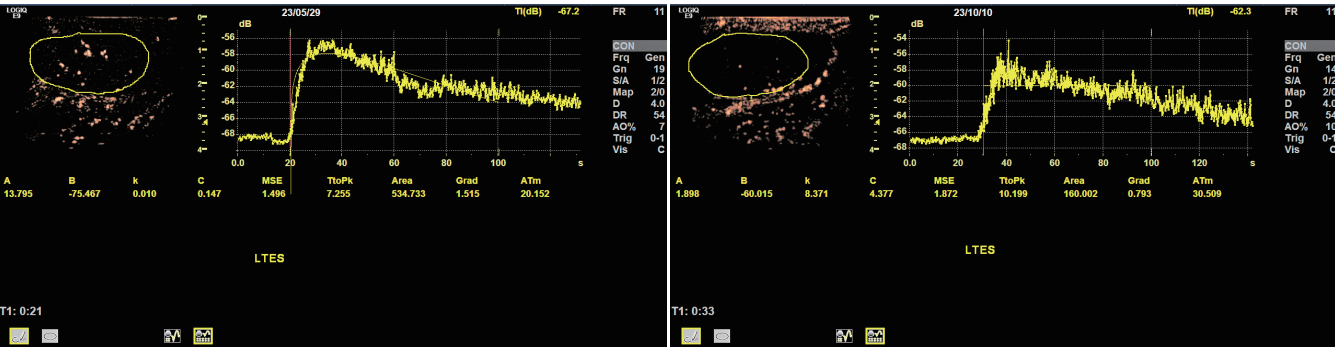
取精成功组一患者(31 岁)睾丸超声造影图示 AUC 为 534.7 dB·s, AT 为 20.1 s; 图 3 取精失败组一患者(29 岁)睾丸超声造影图示 AUC 为 160.0 dB·s, AT 为 30.5 s
